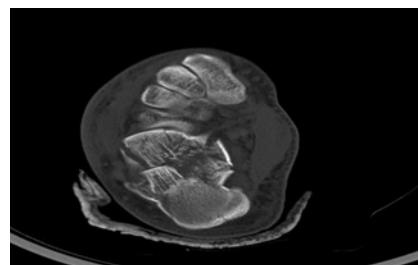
Sanders type III fractures in CT
